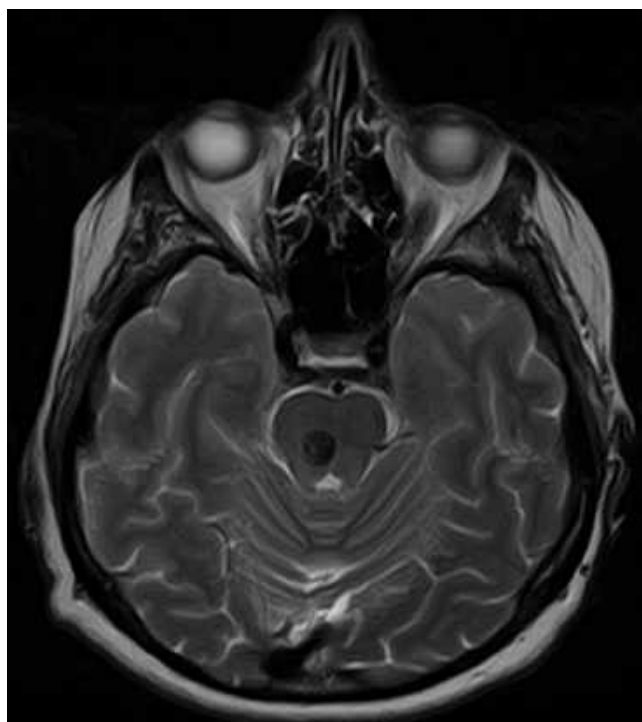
МРТ головного мозку (T2 ЗЗ, аксіальний зріз). Кавернома на рівні понто-мезенцефального переходу, вихід на піальну поверхню відсутній (спостереження №47, хвора Г-в, історія хвороби №237).
